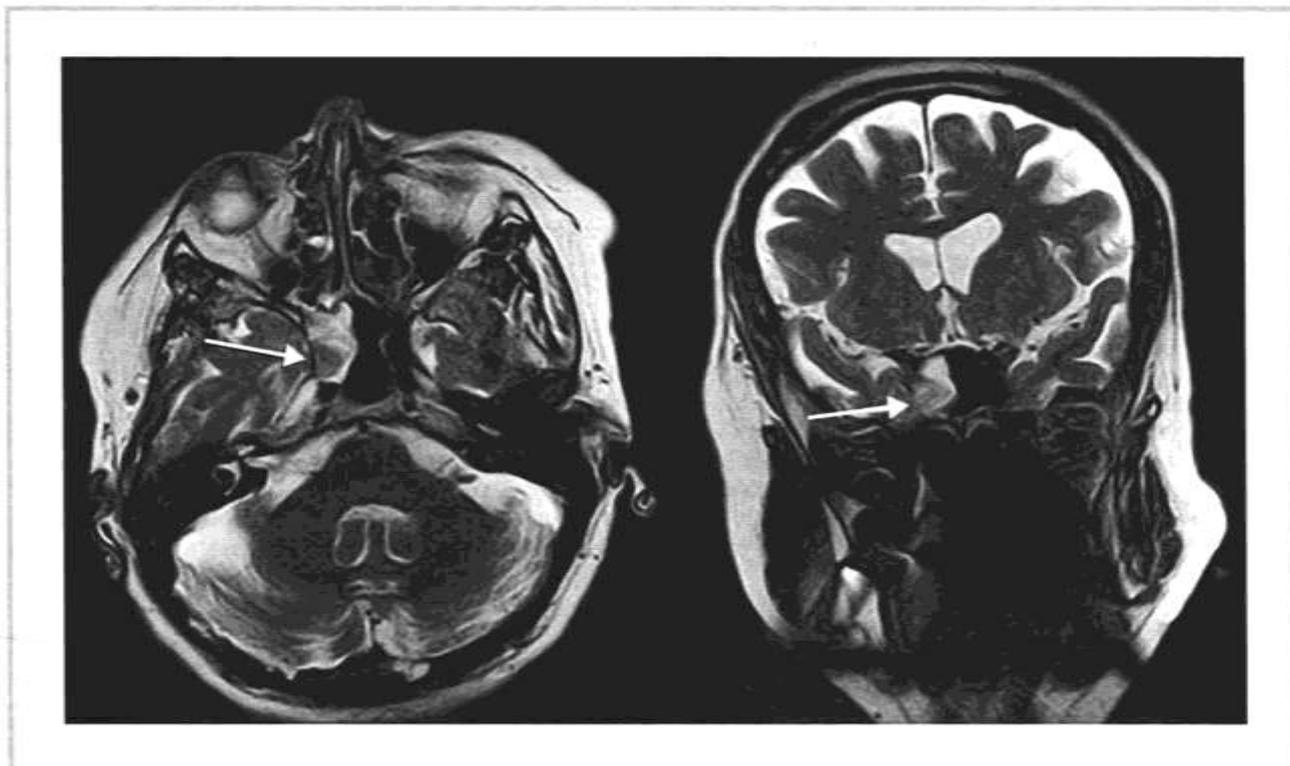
Магнитно-резонансная томография головного мозга, T2-изображения.
